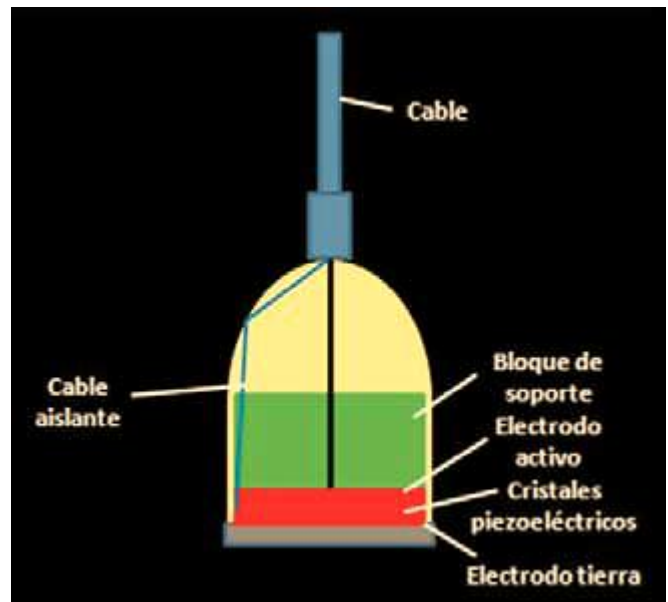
Al transmitirse el impulso eléctrico a los cristales, éstos vibran de manera proporcional a la potencia de la electricidad dentro del transductor creando ondas similares al sonido dentro de una campana [Modificado de: Aldrich J. Basic physics of ultrasound imaging. Crit Care Med 2007; 35 (Suppl I): S131-7.]
